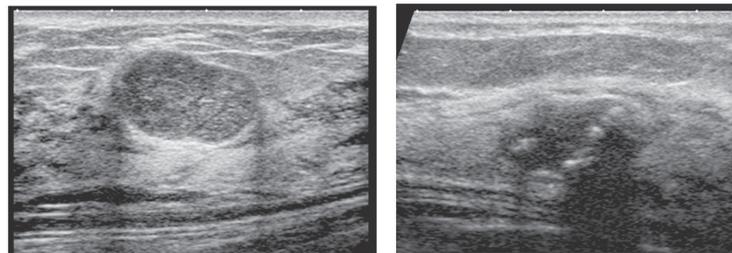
左：典型的な線維腺腫。境界明瞭で内部エコーは均質である。
